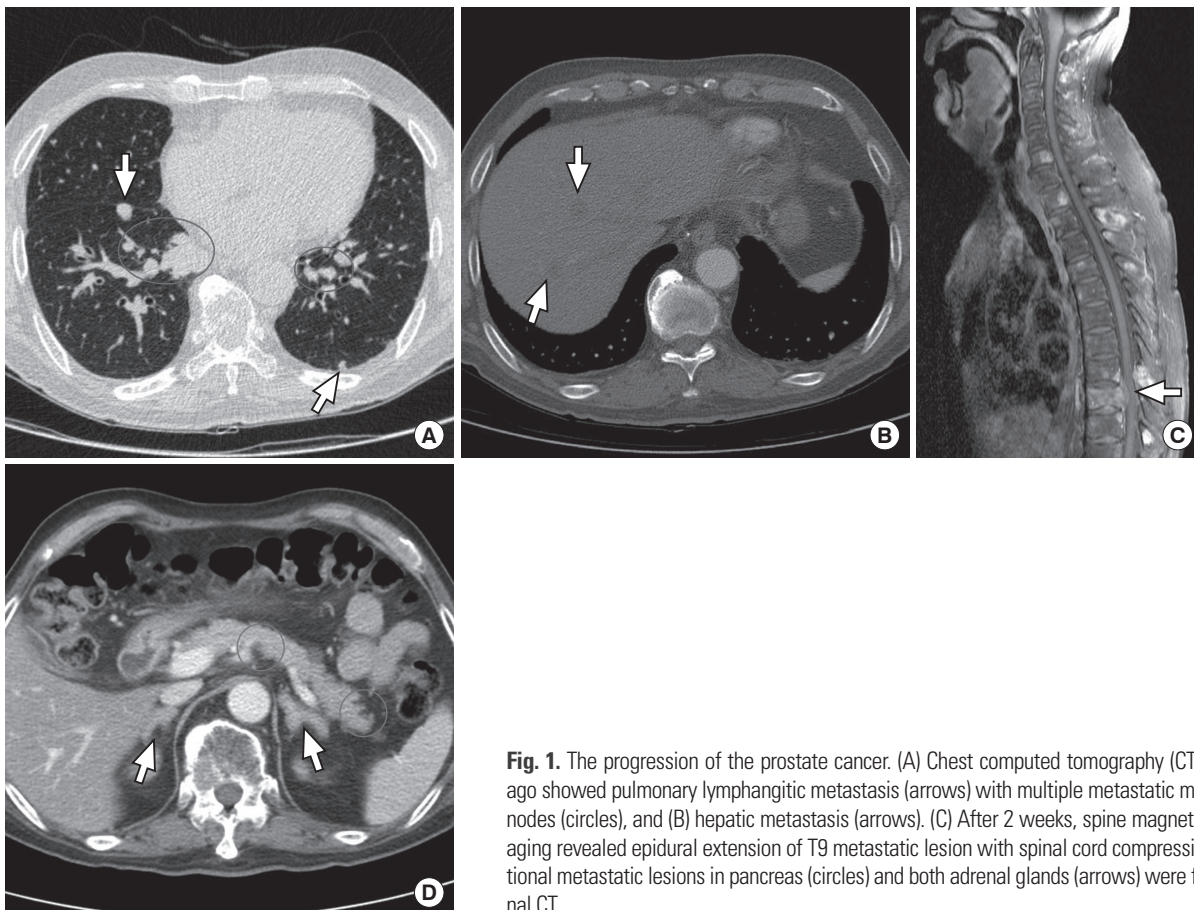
The progression of the prostate cancer. (A) Chest computed tomography (CT) taken 6 weeks ago showed pulmonary lymphangitic metastasis (arrows) with multiple metastatic mediastinal lymph nodes (circles), and (B) hepatic metastasis (arrows). (C) After 2 weeks, spine magnetic resonance imaging revealed epidural extension of T9 metastatic lesion with spinal cord compression, and (D) additional metastatic lesions in pancreas (circles) and both adrenal glands (arrows) were found in abdominal CT.
